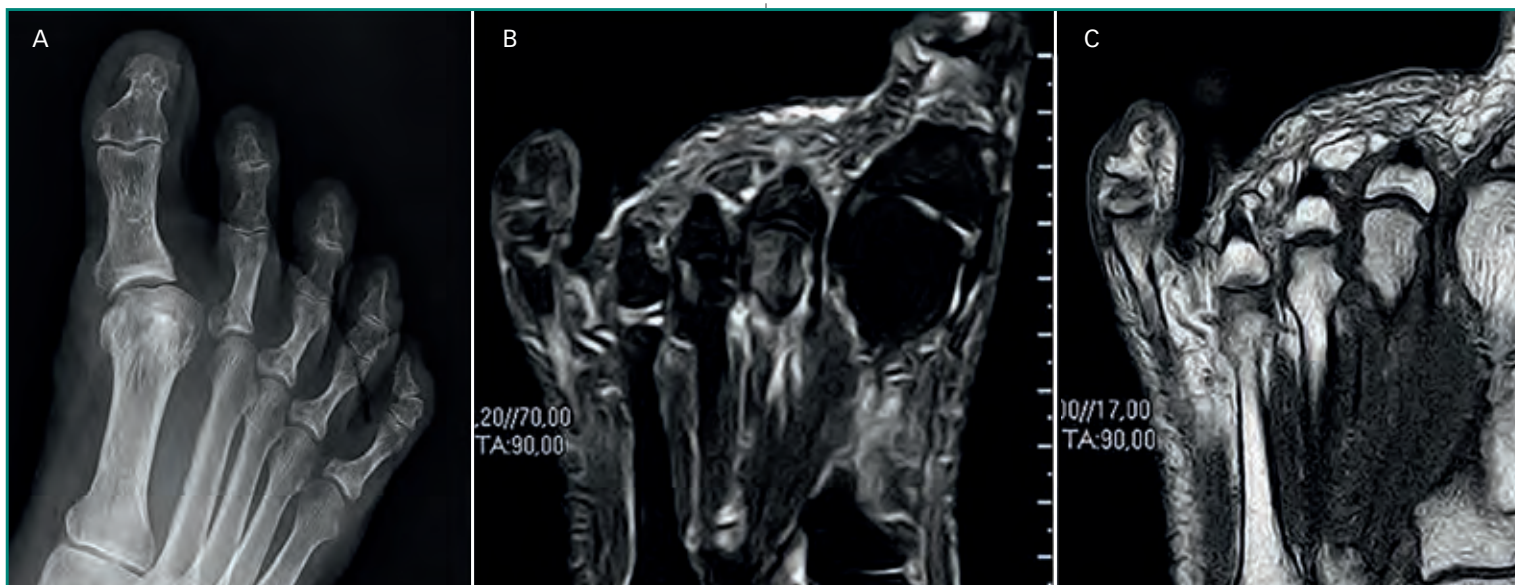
Rotura de la placa plantar del 2.º dedo con desviación medial del dedo (A: Rx simple; B y C: RM). Paciente operado de *hallux valgus*
